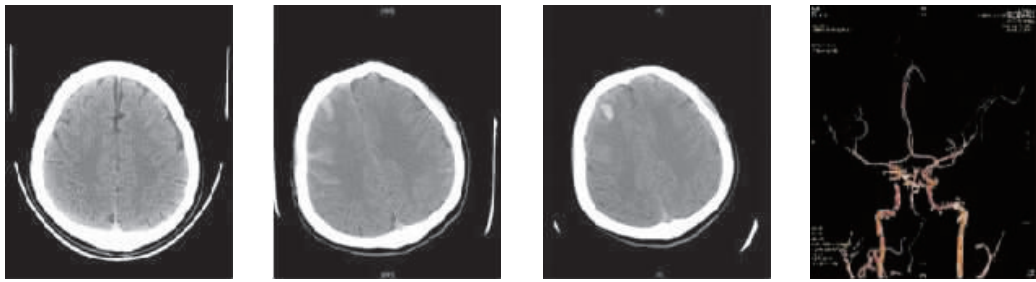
溶栓前 CT 图 2 溶栓即刻复查 CT 图 3 溶栓 3 h 后复查 CT 图 4 颅内 CTA
